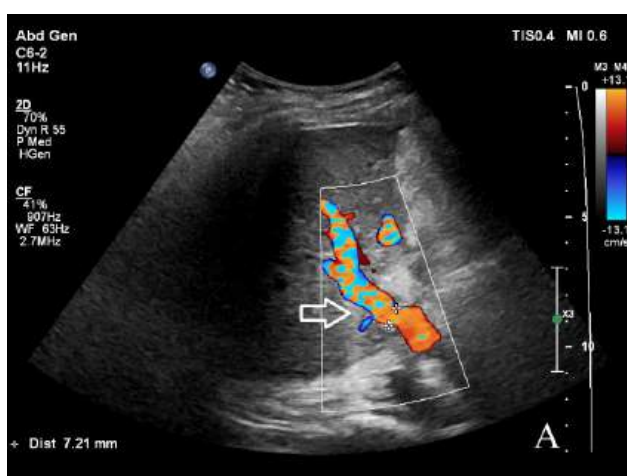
BN Mã Xuân T, 56 tuổi. Hình ảnh phổ Doppler xung động mạch gan bình thường ở rốn gan (ảnh A) và phổ Doppler Tardus-Parvus ở sâu trong nhu mô gan do ổ máu tụ chèn ép (mũi tên - ảnh B).
